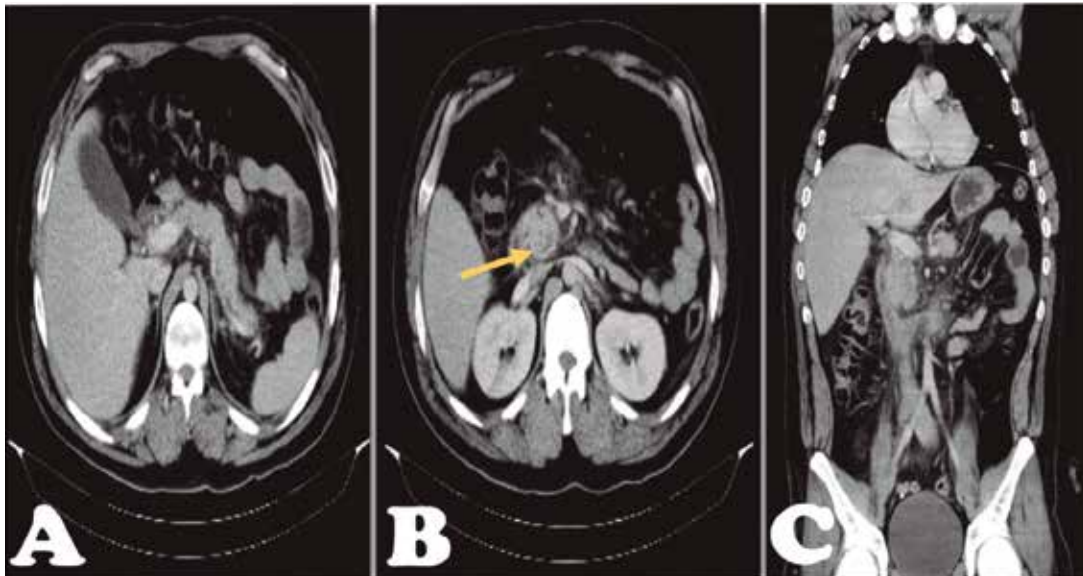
Tomografía abdominal con contraste. A, Corte transversal. Páncreas de tamaño prominente (dap céfálico: 30 mm, cuerpo 28-36mm, cola 20mm), de morfología conservada y densidad heterogénea. Ausencia de lesiones focales y colecciones peripancreáticas. Aumento de densidad de la grasa infrapancreática y del mesogastrio inferoanterior. B, Flecha amarilla, Con tenue área hipodensa, líquida de -11UH, céfálica, hipocaptante de contraste. C, Corte coronal.
